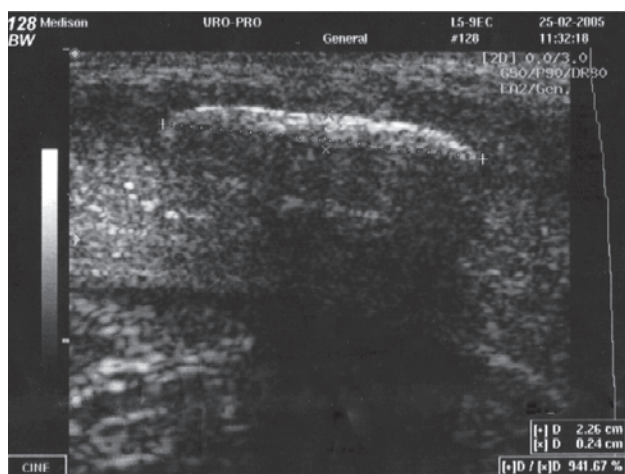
Серошальная эхография ПЧ (продольный срез КТ) пациента с БП
